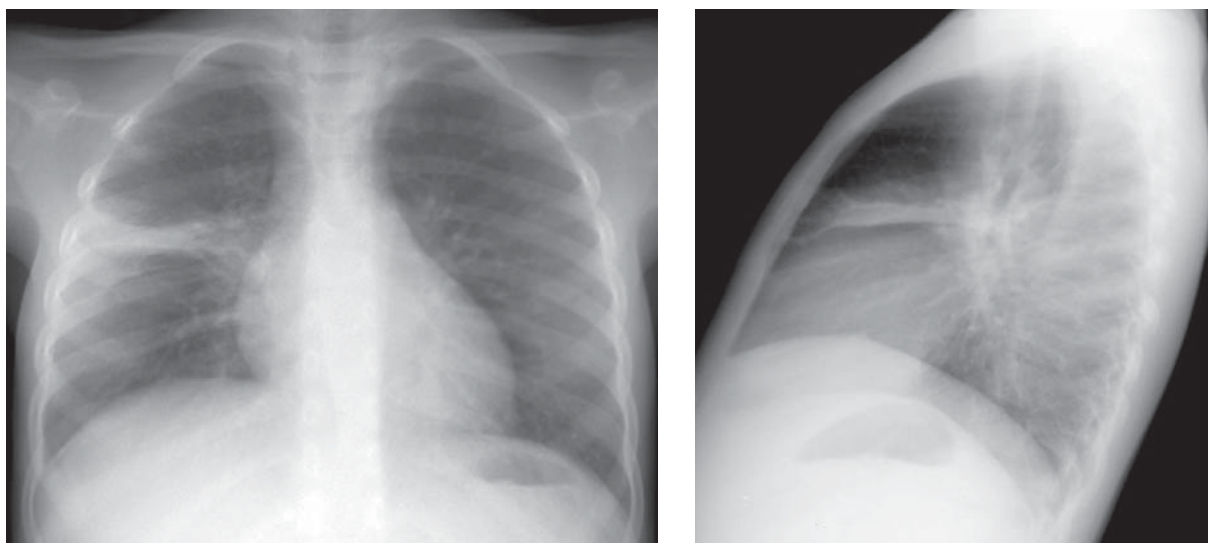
Scizurită și periscizurită. Radiografie toracică PA și LL drept. Opacitate sub formă de bandă, omogenă, difuz delimitată către parenchimul pulmonar la nivul scizurii orizontale.
